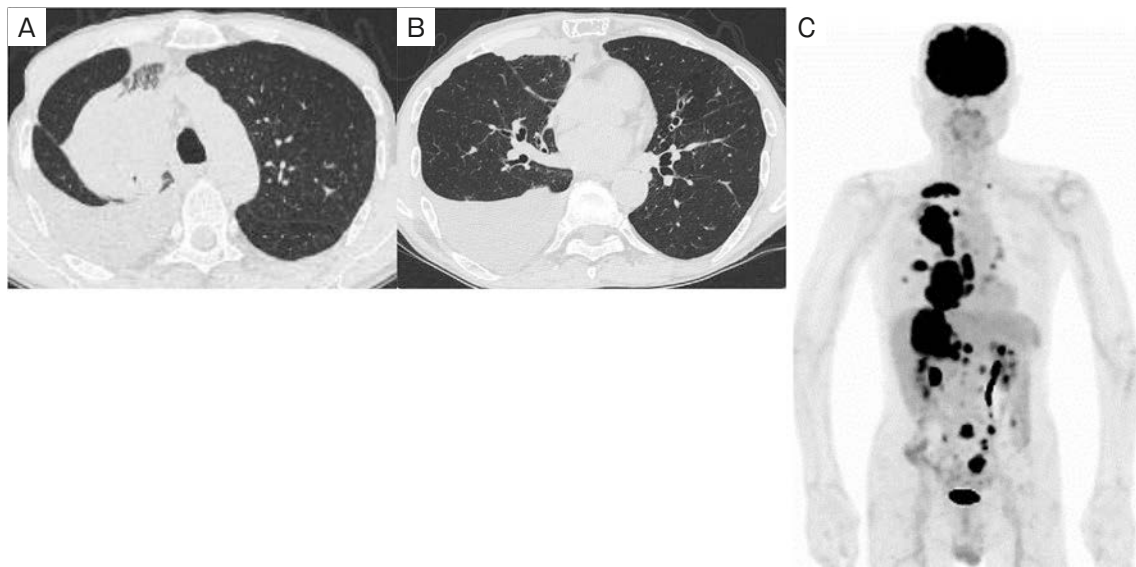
Imaging findings at first visit. (A, B) Chest CT showed a tumor in the upper lobe of the right lung and did not show infiltration shadows in either lung. (C) FDG-PET/CT showed FDG accumulation in the right upper lobe, right chest wall, liver, adrenal gland, small intestine, and bone. CT: computed tomography, FDG: fluorodeoxyglucose, PET: positron emission tomography.
